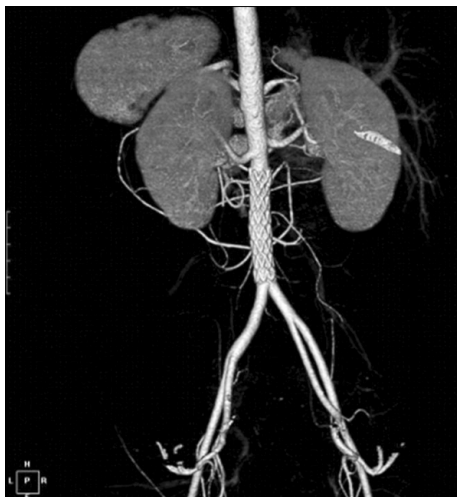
The reconstructed CT angiogram shows a successfully inserted stent graft in the infrarenal aortic area.
